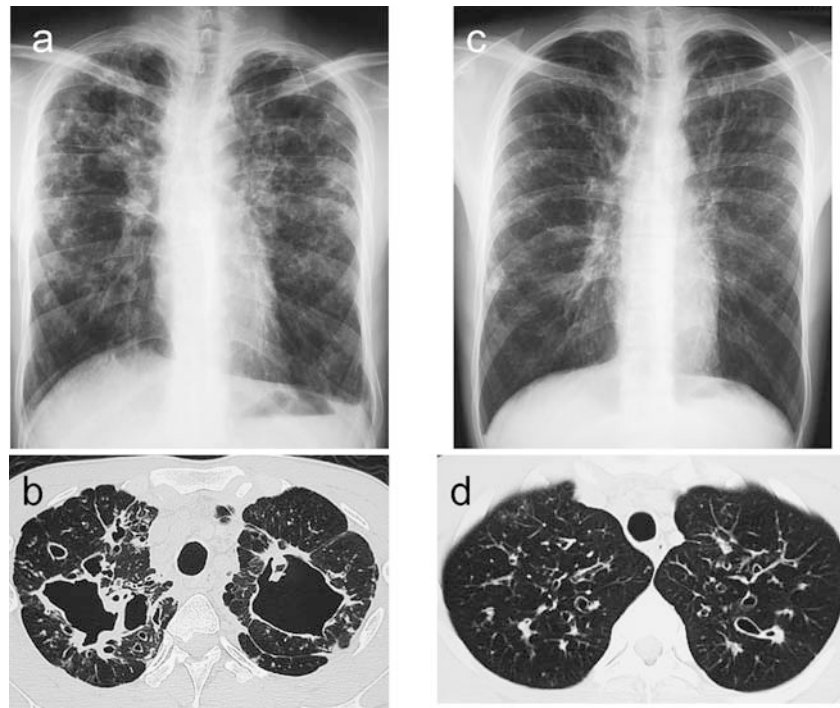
CFTR 関連疾患兄弟例の胸部X線写真とCT画像
